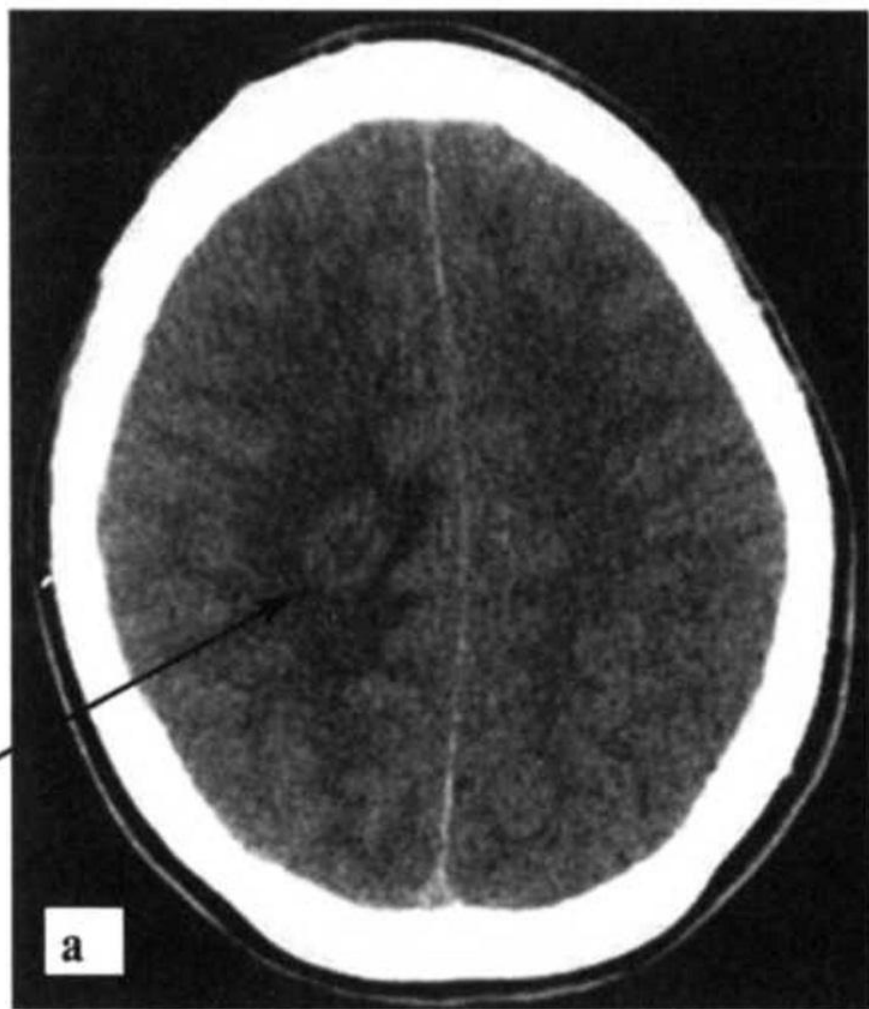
КТ. Абсцесс головного мозга: а — без контрастирования. В правой теменной области виден очаг с низкой плотностью в центре (стрелка); б — после контрастирования отчетливо видна капсула абсцесса (стрелка) и область отека по периферии
